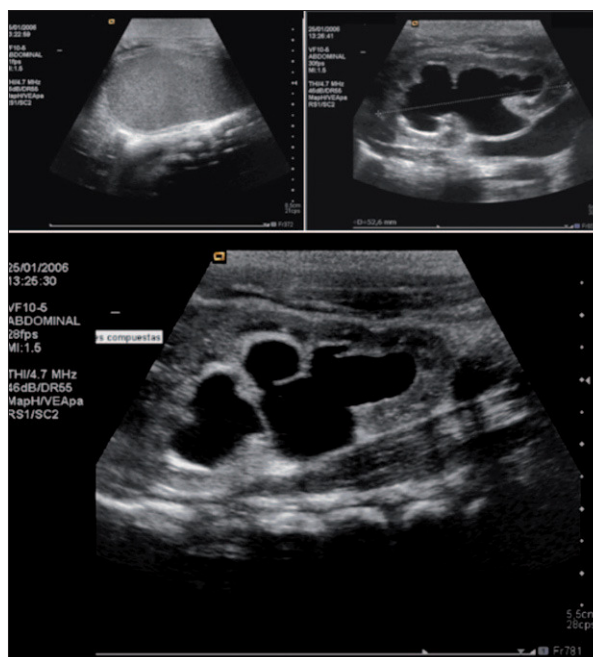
Ecografía efectuada a las 12 h de vida que muestra tumoración pélvica que corresponde a cavidad, vaginal así como ureterohidronefrosis bilateral.
